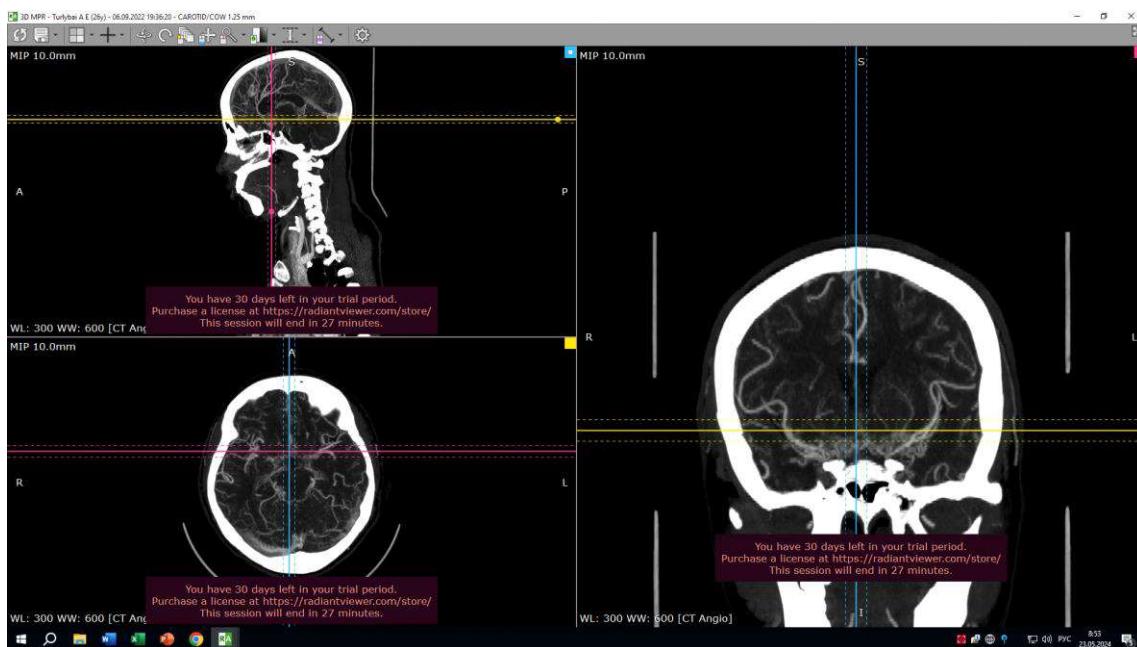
Компьютерная томография сосудов головного мозга в ангиорежиме пациентки Т.
